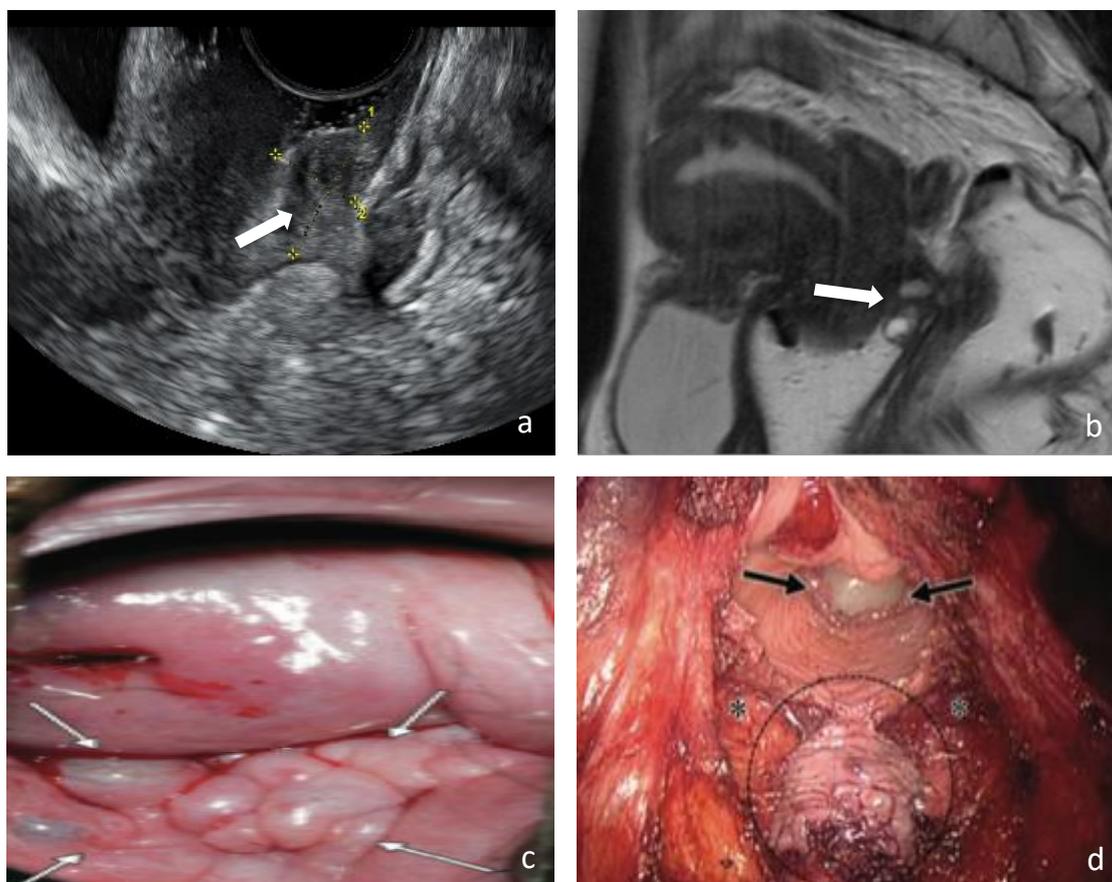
Imágenes de lesiones profundas a nivel del Fórnix vaginal posterior. (a) Ecografía donde se observa nódulo en fórnix vaginal posterior (flecha blanca). Detrás aparece un pequeño nódulo rectal. (b) Visión por RNM con gel que delimita claramente las mismas lesiones (flecha). (c) Visión mediante especuloscopia de dicha lesión. (d) Visión laparoscópica de la resección del nódulo vaginal y rectal posterior (círculo). Se visualiza la disección pararrectal bilateral hasta individualización del doble nódulo (*) y extremo distal de la vagina (flechas).
